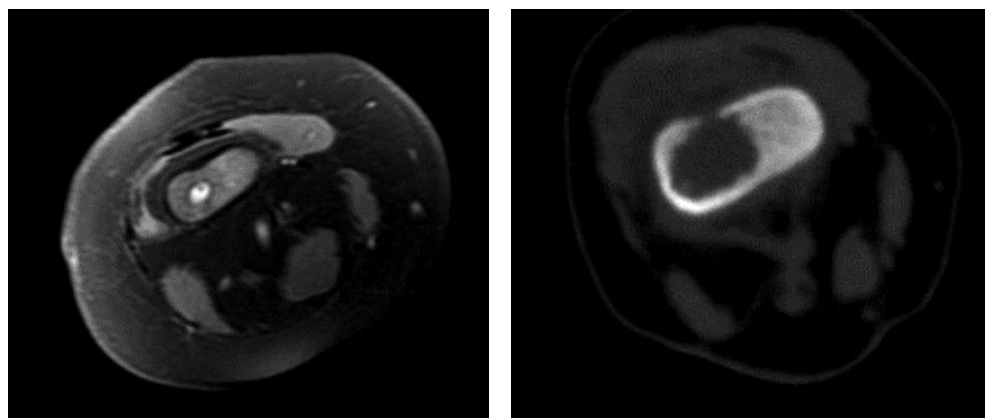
Пациент С. (5 суток с начала заболевания). Компьютерная томография правого бедра
